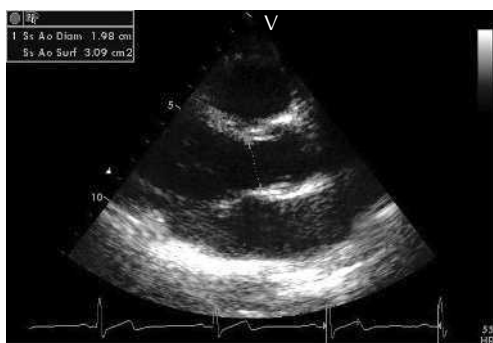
Mesure du diamètre de la chambre de chasse du VG. Coupe parasternale grand axe. Les mesures s'effectuent de bord d'attaque à bord d'attaque.
